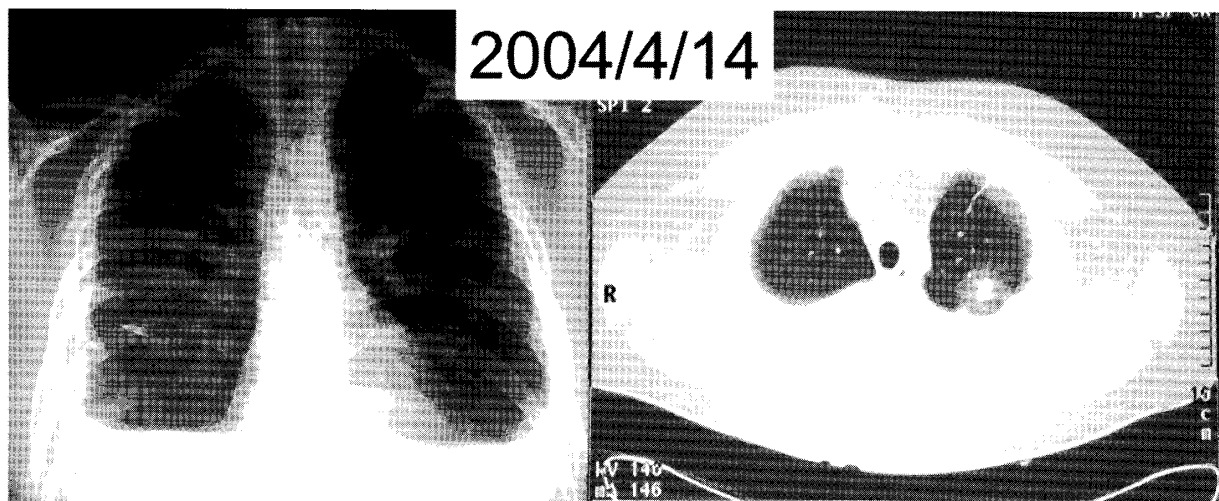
Chest X-P (left) and Chest CT(right) images taken at admission.
